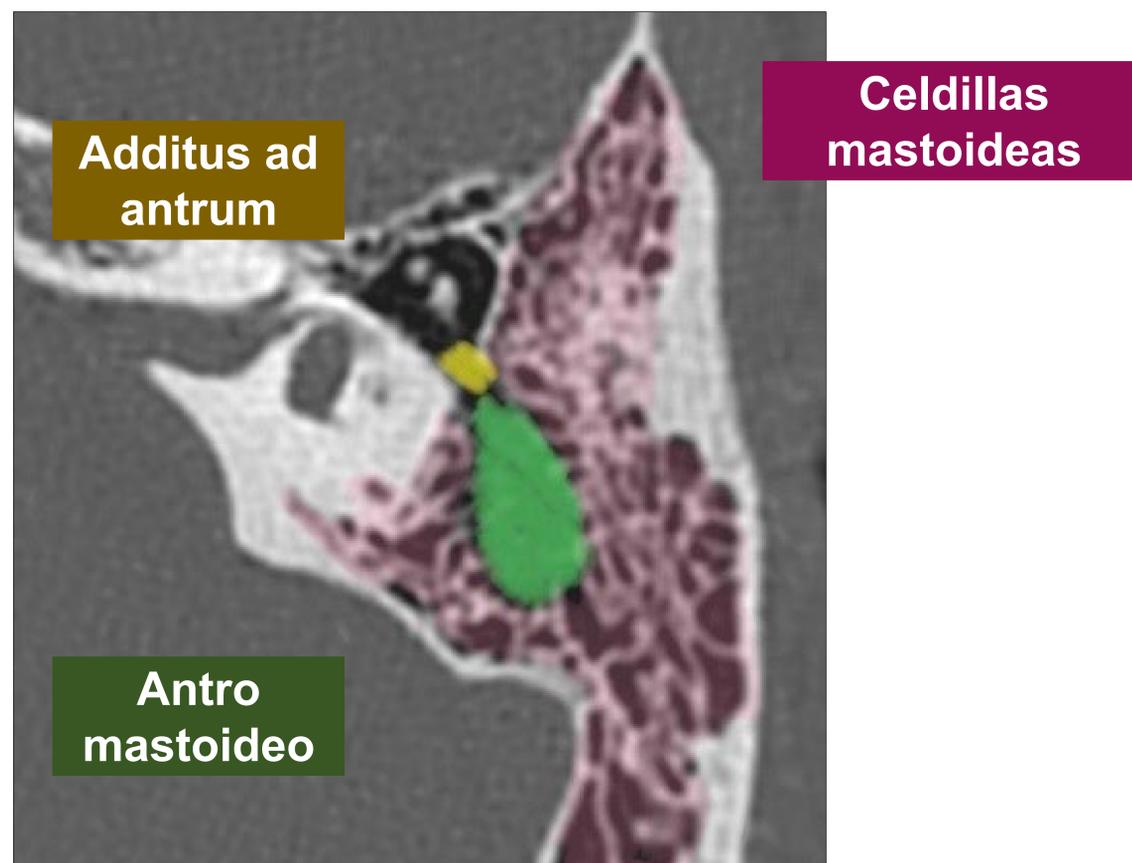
Imagen de TC en plano axial del oído. Se señala el antro mastoideo, el additus ad antrum y las celdillas mastoideas.
